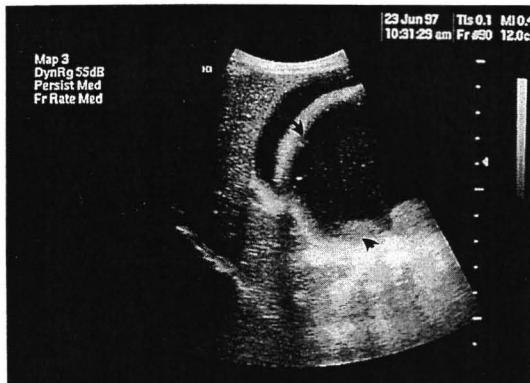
Abdominal ultrasonogram : 7.3 × 4.2 cm cystic mass(arrow) is seen in the subhepatic area. The echogenic material(arrowhead) in the mass appears to be bile sludge.
